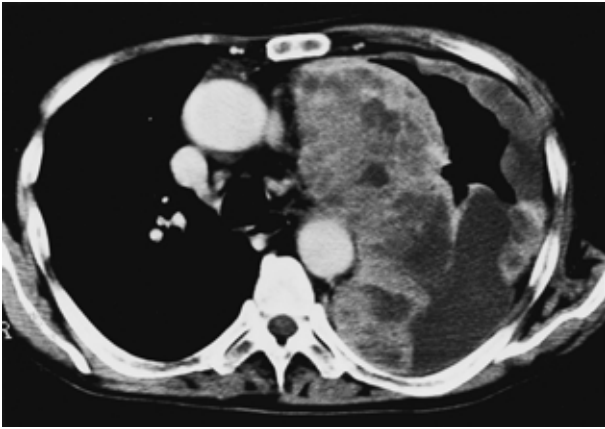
Chest CT films revealed a giant mass in the left anterior mediastinum and diffuse nodular thickening of the left pleura with effusion.
